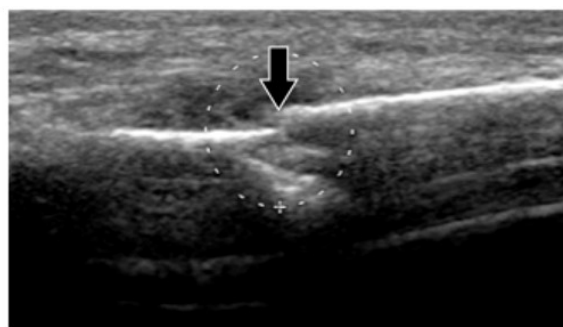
fracture de l'épine de l'omoplate en échographie. Coupe coronale oblique montrant une interruption de la corticale supérieure de l'épine de l'omoplate avec marche d'escalier (flèche).
